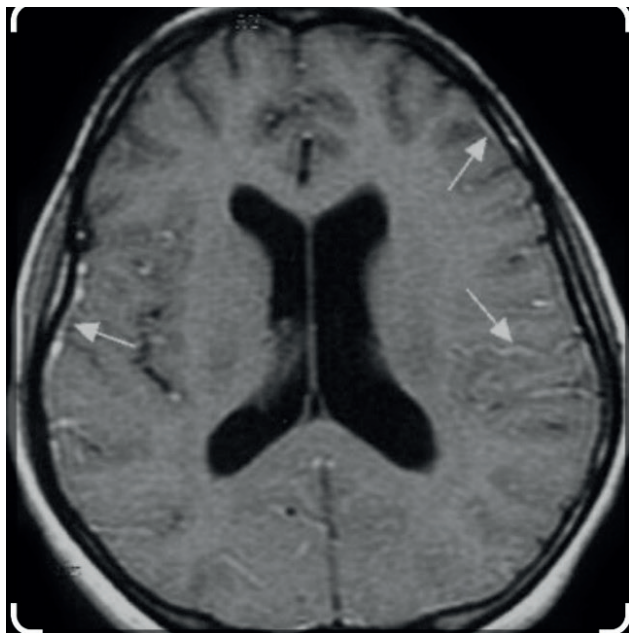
МРТ больного с постинфекционным менингитом. Стрелкой указано утолщение твердой мозговой оболочки.
